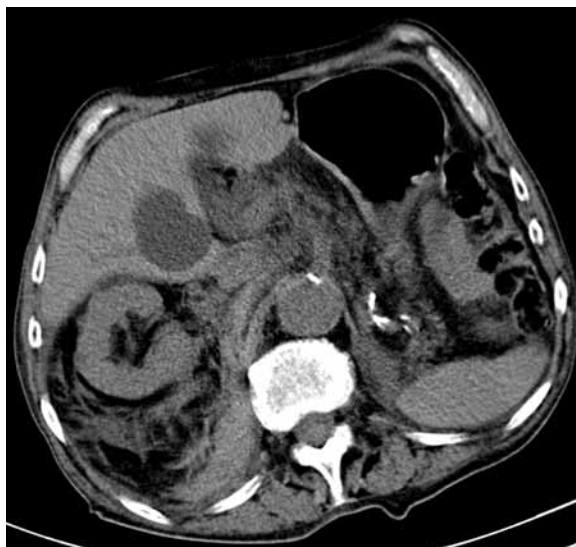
Single phase overall CT scan of abdominal cavity showing a lesion with lower density of about 54 mm diameter
